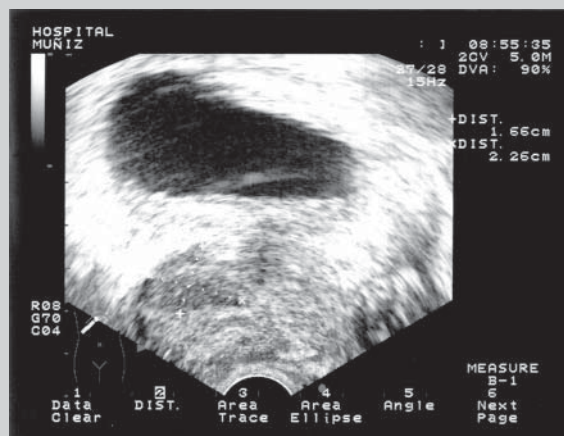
Ecografía de control luego de un mes de tratamiento antituberculoso que muestra la marcada reducción del tamaño del absceso prostático.
